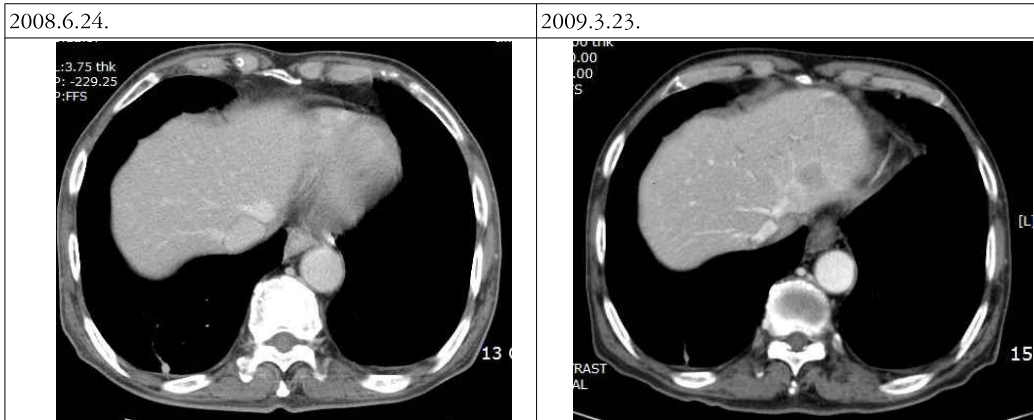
Abdomen CT. Newly developed low attenuated lesion in left lobe of liver.
